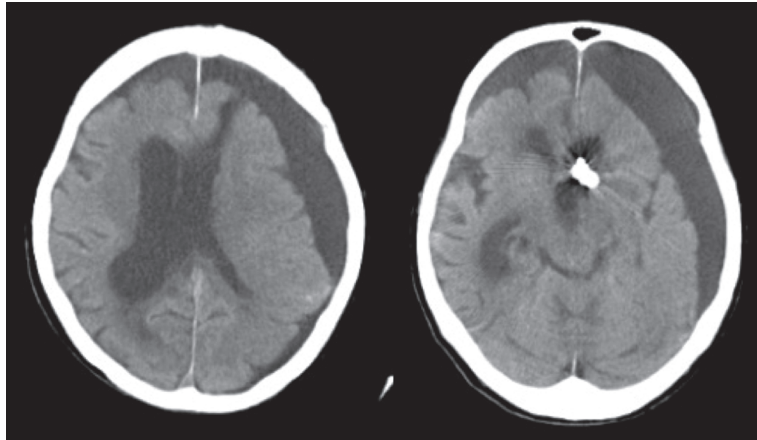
CT on postoperative day 26. The clot in the ventricle was washed out thoroughly.
